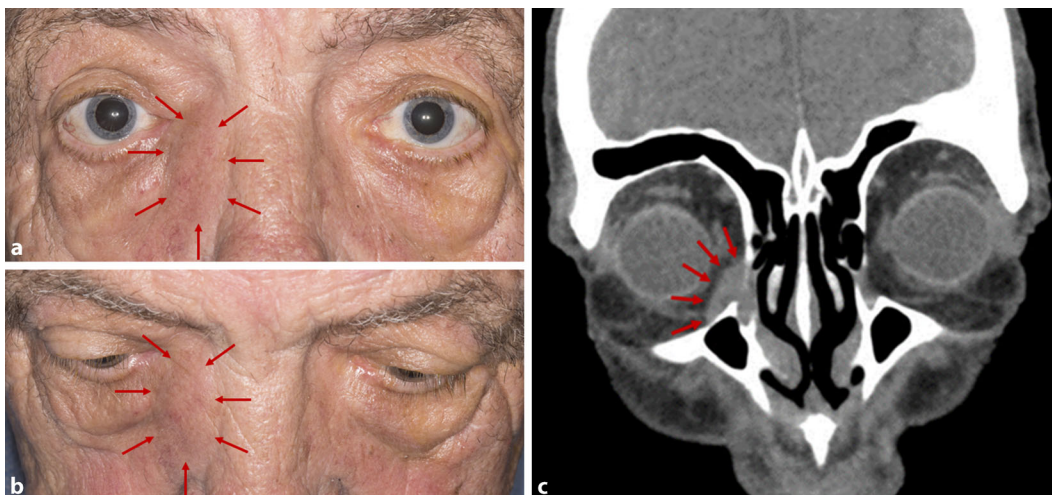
◀ Klinischer und radiologischer Befund der Raumforderung im Bereich der rechten Tränensackgrube (Pfeile). a Frontale Ansicht. b Aufsicht von oben. c Koronare Schnittebene der Computertomographie (Weichteilfenster) lässt den Tumor des Tränensackes erkennen
